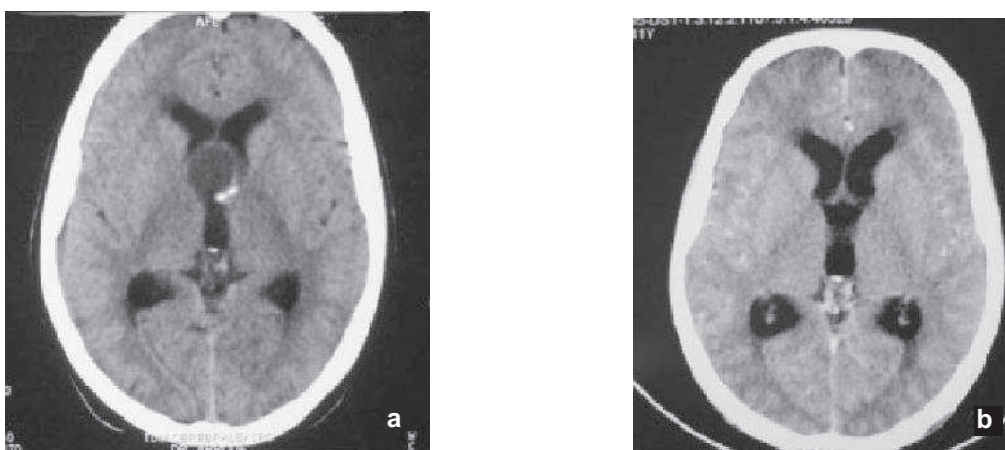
TDM pré et post opératoire d'un craniopharyngiome intra ventriculaire opéré par voie endoscopique.
